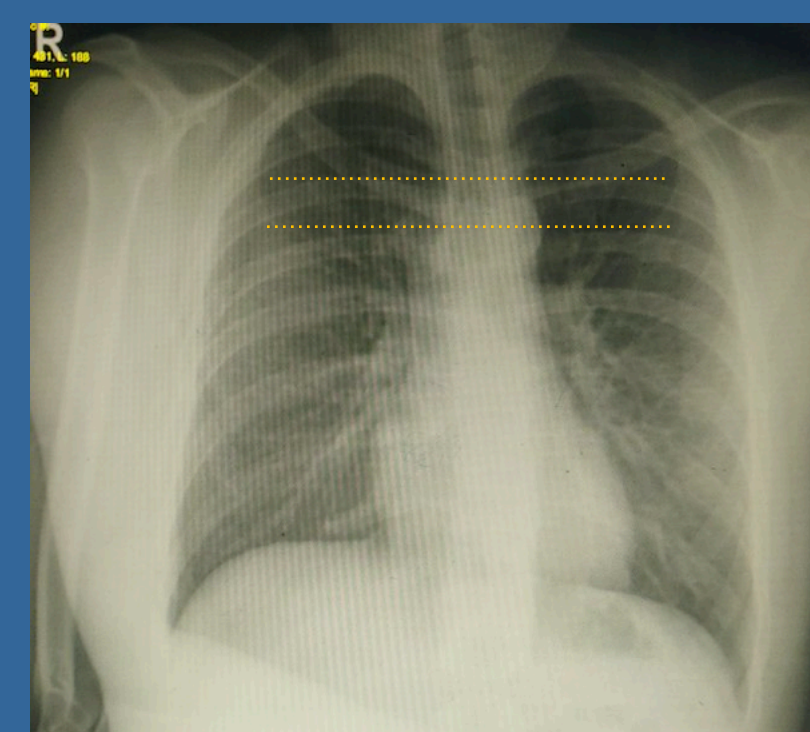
X-ray Θώρακος F.
